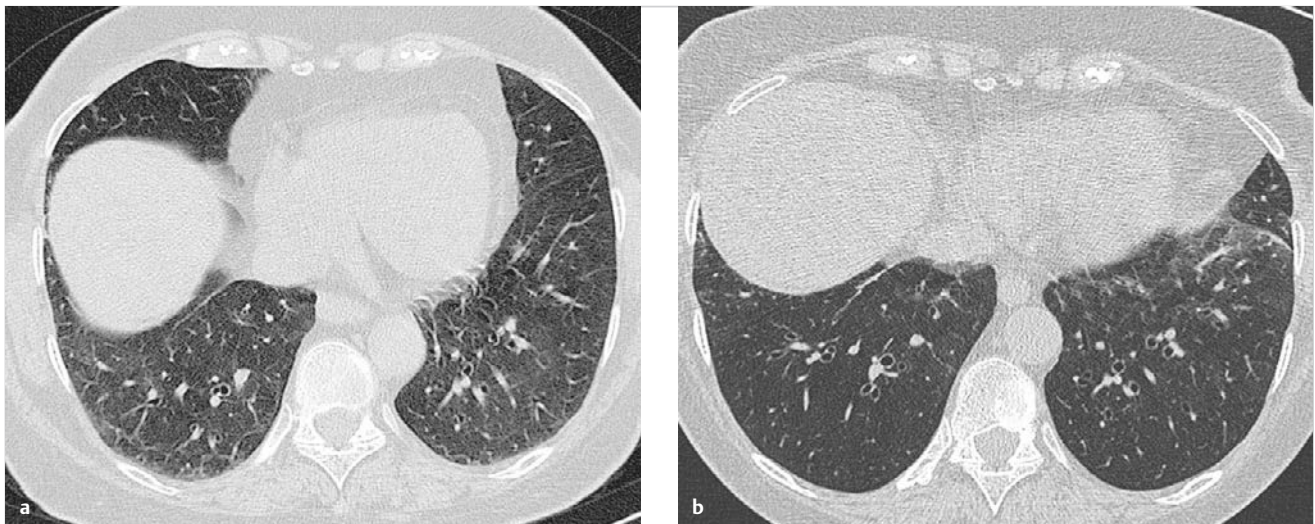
Hypostaseeffekte in beiden Lungen. CT-Aufnahmen.
